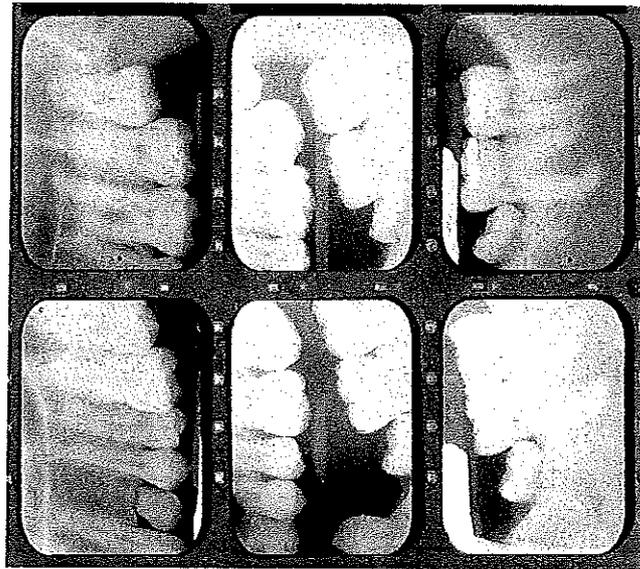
Bilan radiographique
